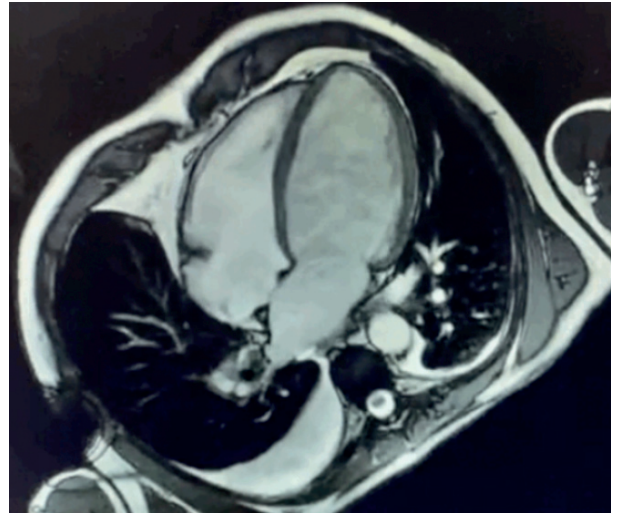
Resonancia magnética cardíaca con realce tardío con gadolinio, donde se observa miocardiopatía dilatada de origen isquémico necrótico con realce inferior e inferolateral.
